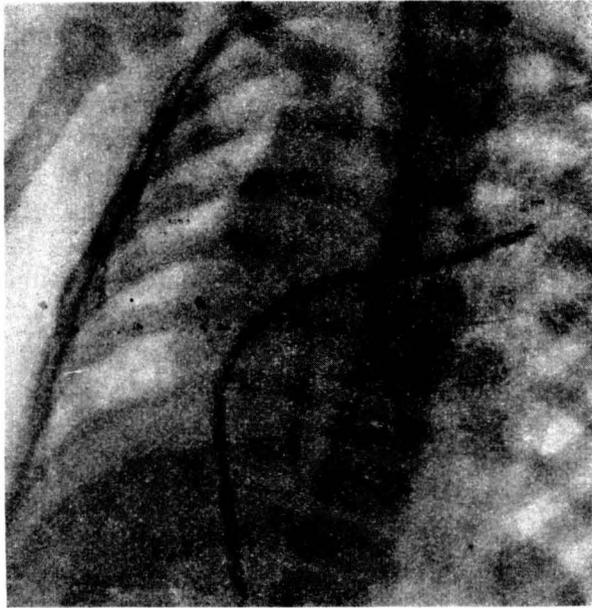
Radiografía en ligera O. A. I., pedículo ensanchado. El catéter ha pasado de la aurícula derecha a la izquierda y a la vena pulmonar a través de un comunicación interauricular.
